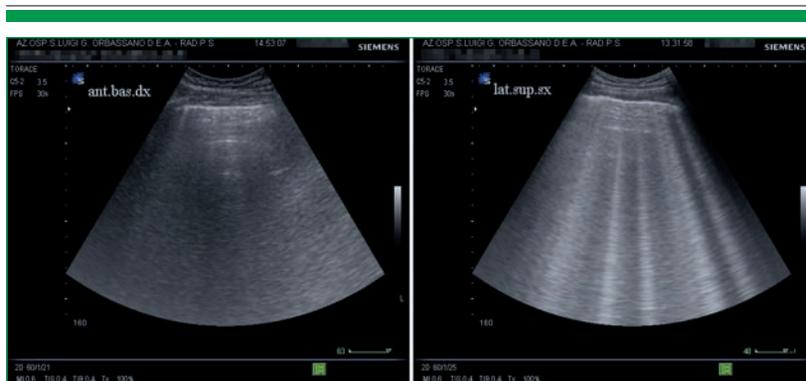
Sinistra: scansione ecografica polmonare normale con linee iperecogene orizzontali e assenza di artefatti verticali. Destra: presenza di artefatti verticali che originano dalla parete polmonare e si diffondono fino al margine inferiore dello schermo (linee B), in un paziente con edema polmonare acuto cardiogeno.
